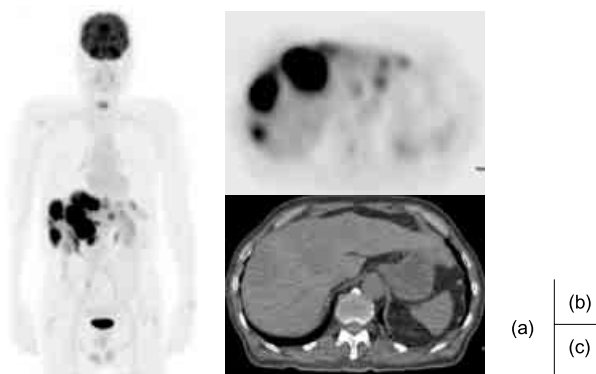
症例1. 肝内に多数の境界不明瞭な低吸収腫瘍が認められ、腫瘍に一致して最大SUVmax17.7の集積亢進を認める。(a)PET-MIP像 (b)PET画像 (c)CT画像
